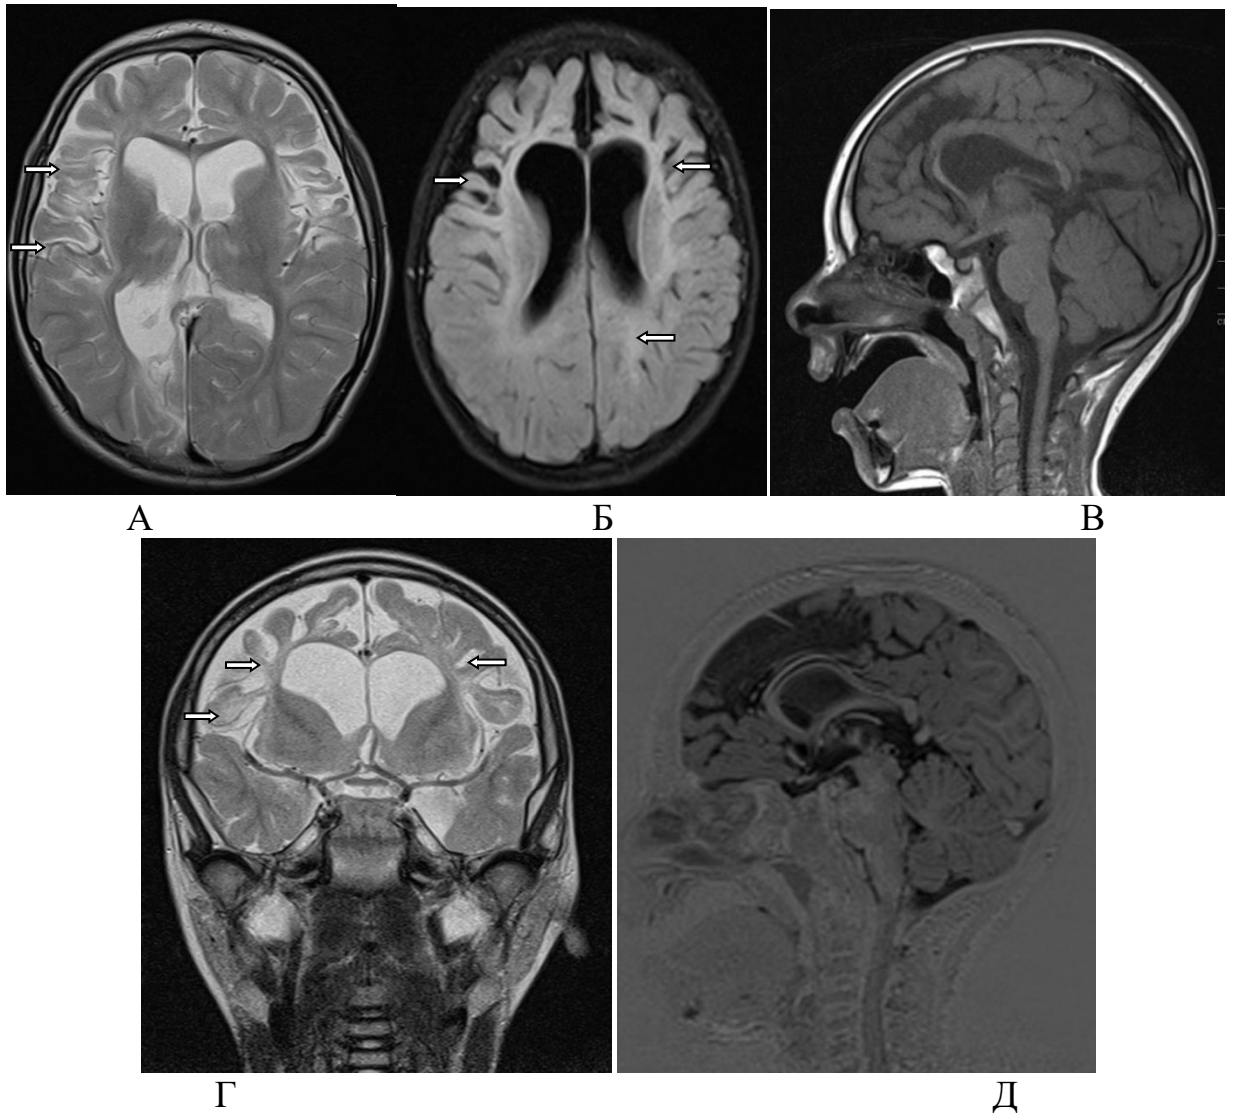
Пациент М., 2 года, 4 месяца (ИБ №2056 2017 г.). Анамнез: тяжелое перинатальное ГИП ЦНС, роды на 28 неделе, оценка по шкале Апгар 4/5 баллов. Клинический диагноз: СЭ, ДЦП. МРТ: кистозно-глиозно-атрофические изменения вещества головного мозга в лобно-височных областях, атрофия мозолистого тела, заместительная сообщающаяся гидроцефалия. Визуализируется кистозно-атрофические изменения вещества головного мозга в лобных и височных долях обеих гемисфер, окруженные глиозом, глиозные поражения перивентрикулярного белого вещества (белые стрелки). Мозолистое тело резко истончено, боковые желудочки значительно дилатированы
